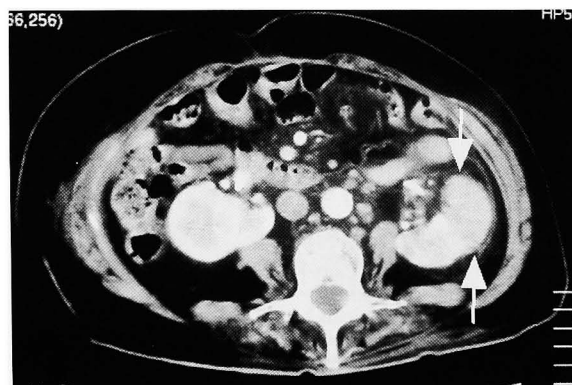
Contrast-enhanced CT scan showing left solid renal mass (arrows).
